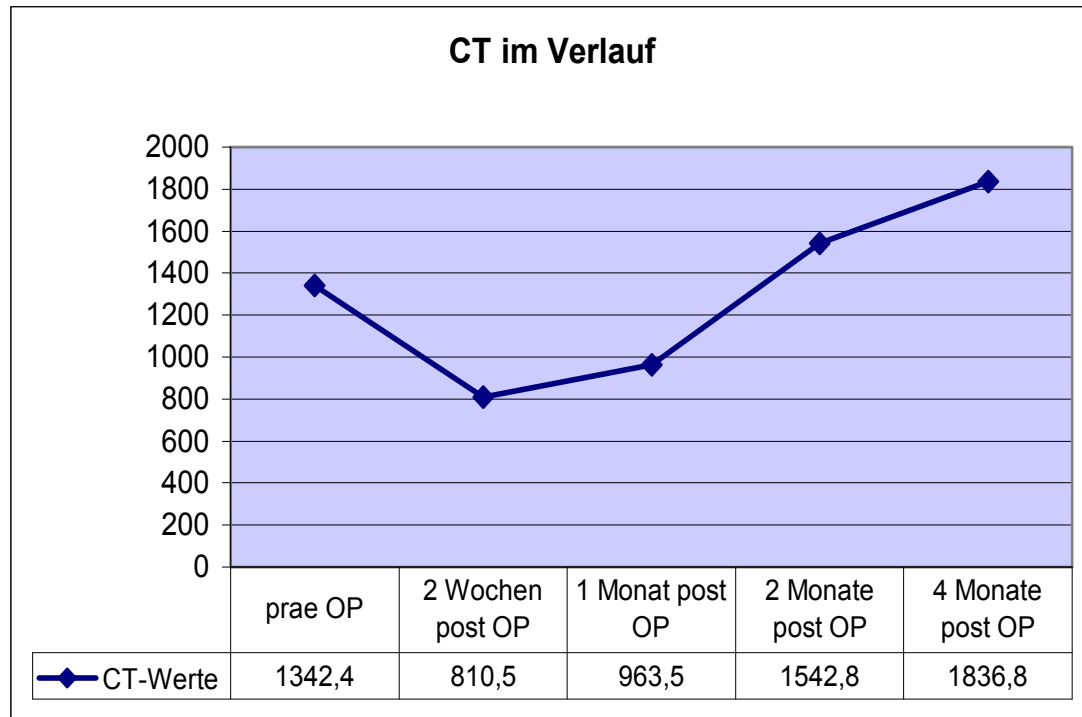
CT-Werte von MTC-Patient 3
